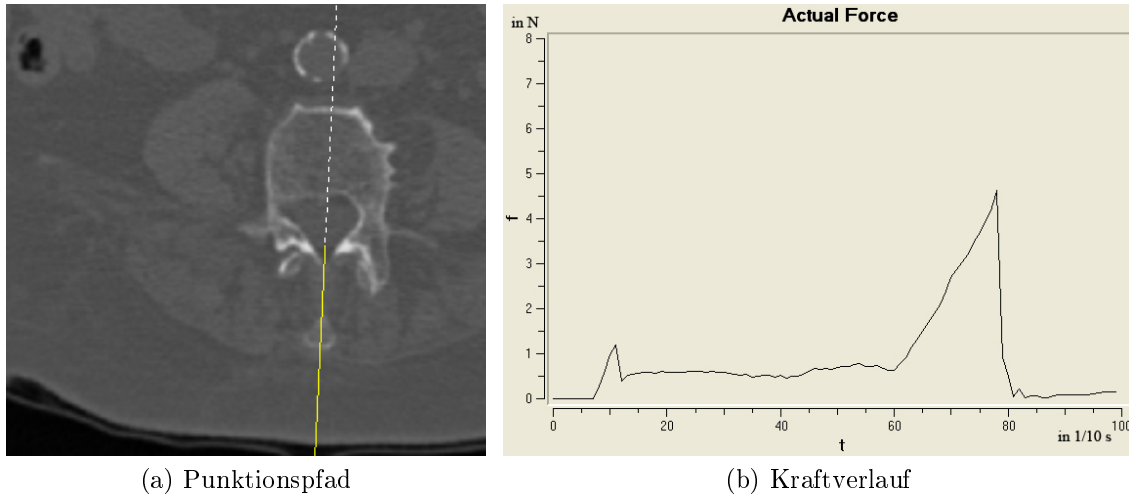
Während einer virtuellen Lumbalpunktion aufgezeichneter Kraftverlauf. Die Peaks korrespondieren zu den Eindringvorgängen an der Haut und in das Ligamentum flavum. Während der Kraftberechnung wurde die CT-Daten basierte Kraftberechnung deaktiviert.
